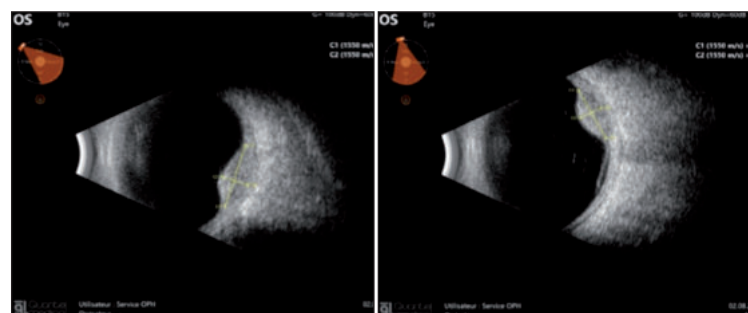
Échographie en mode B rapportant une volumineuse lésion choréïdienne (ABSolu – Quantel medical Lumibird – CHBA Vannes, service d'ophtalmologie).
